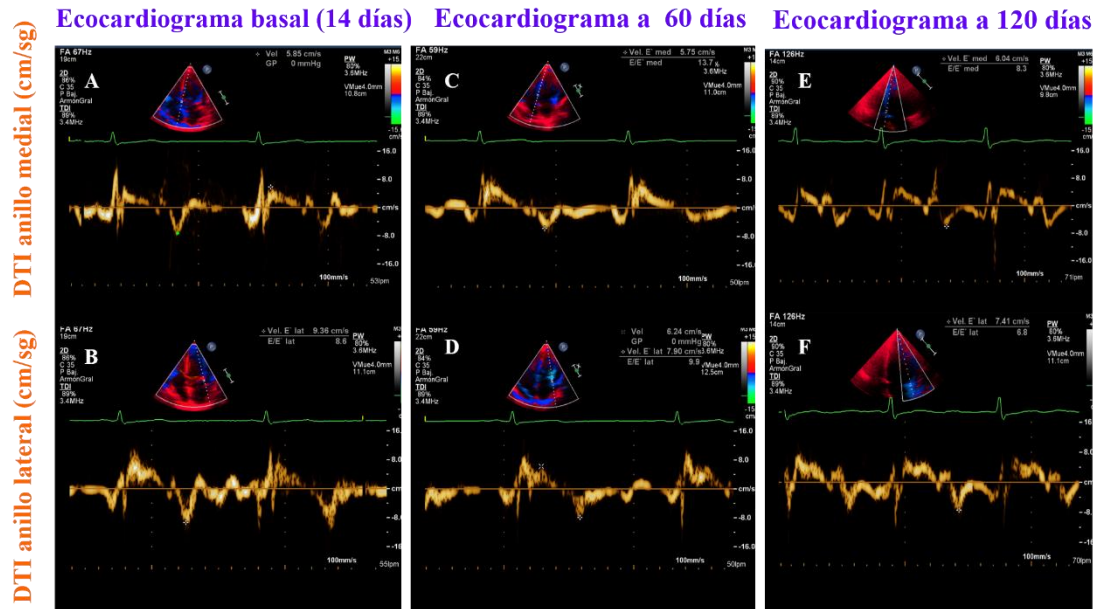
Ejemplo representativo de la evolución de parámetros del DTI en un paciente TC con RA
